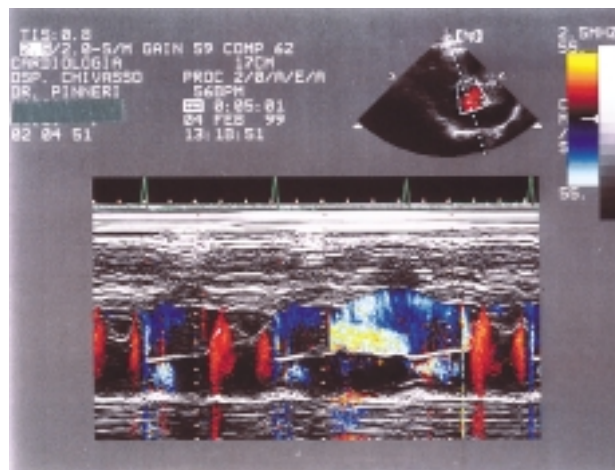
Eco color Doppler M-mode in proiezione parastenale asse lungo e fascio ultrasonico posizionato ortogonalmente al tratto di efflusso del ventricolo sinistro. Nel terzo ciclo da sinistra è presente un *aliasing* olodiastolico di ampio spessore che occupa il tratto di efflusso del ventricolo sinistro.
